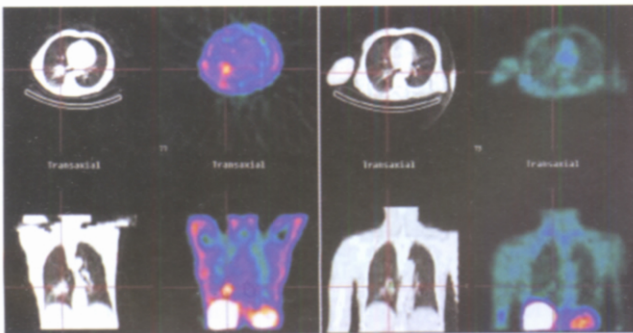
右下肺癌患者放疗前后 CT 及乏氧程度显像
